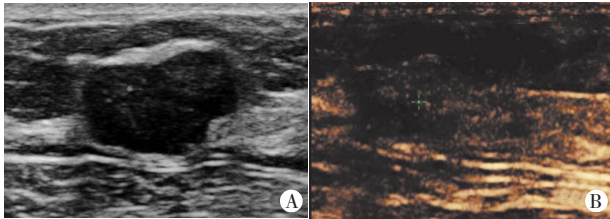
A:二维超声示边界欠清楚的低回声病灶;B:超声造影呈不均匀性高增强,增强后范围扩大
